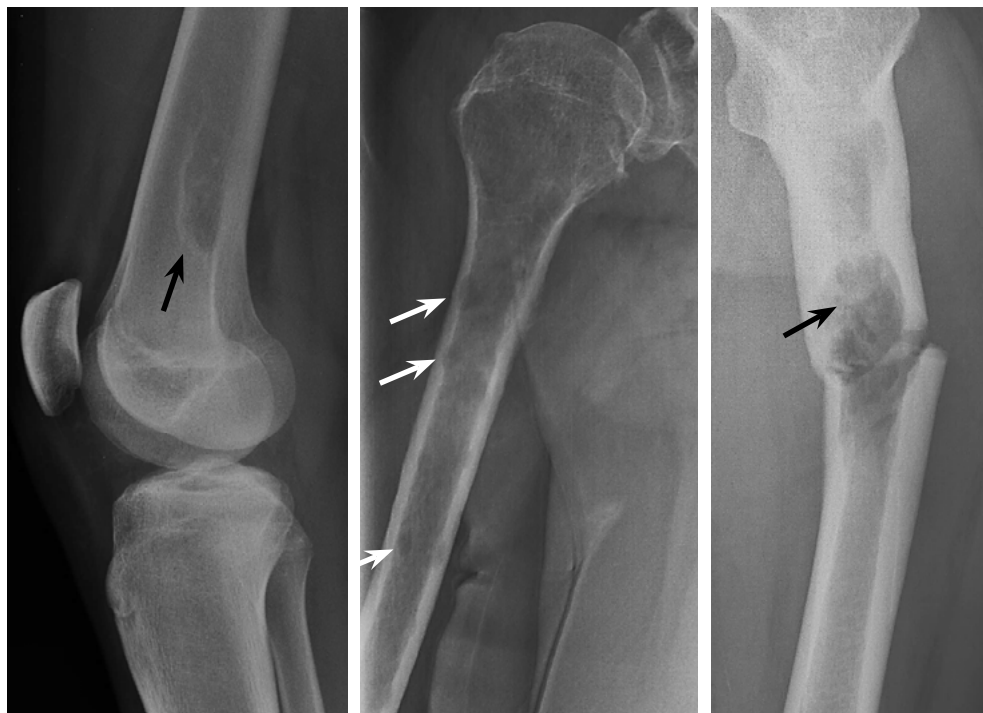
Tumores óseos. *Izquierda:* radiografía de rodilla de adolescente en la que se observa lesión radioluciente en la diáfisis distal del fémur, de límites bien definidos, base en la cortical, a la que no modifica, y tenue reborde escleroso (flecha negra). La lesión es altamente sugestiva de una tumoración no agresiva como es el fibroma no osificante y no requiere estudios adicionales. *Centro:* lesiones líticas de aspecto permeativo y comportamiento en “sacabocados” típico de la afectación por mieloma múltiple (flechas blancas). *Derecha:* lesión lítica centromedular en diáfisis del fémur izquierdo que festonea el endostio, asocia fractura patológica y muestra sutiles focos de calcificación en su seno, que sugieren estirpe condral (flecha negra). Tras biopsia, se confirmó un condrosarcoma.
